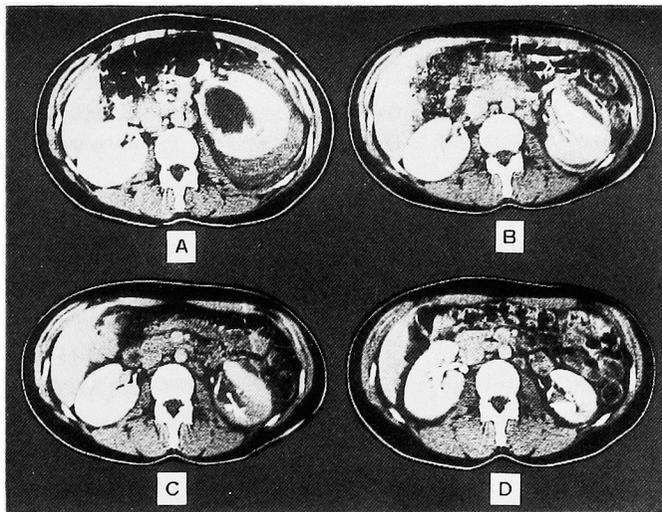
Renal CT, at admission (A), 17 days (B), 1 month (C) and 6 months (D) after admission. There is remarkably decreased calyceal diverticulum and disappearing left perirenal hematoma.
